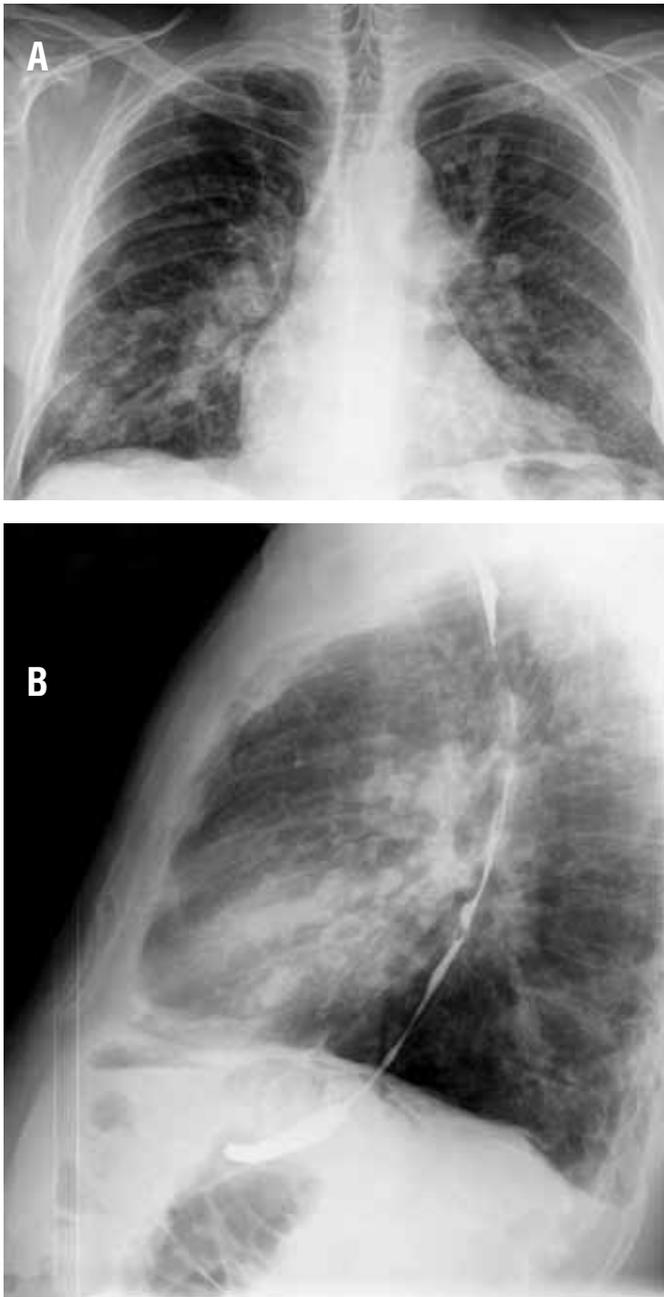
Chest radiography of patient H. in the straight (A) and left lateral projection (B)
